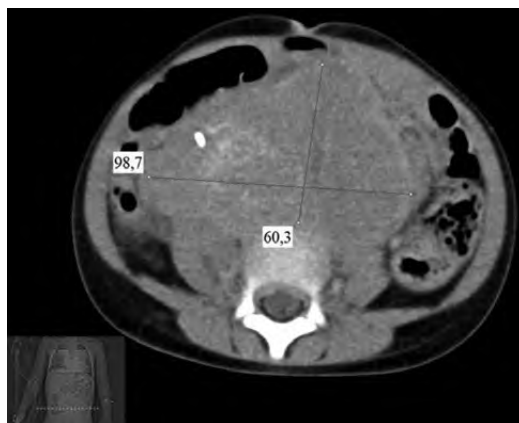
Компьютерная томограмма пациентки (поперечный срез). В забрюшинном пространстве срединно неправильной формы массивное объемное образование в конгломерате с пораженными ретрокуральными лимфатическими узлами, общим размером 99×60×135 мм, с достаточно четкими, но неровными бугристыми наружными контурами, неомогенной мягкотканной плотности, с вовлечением брюшной аорты, чревного ствола, верхней брыжеечной артерии. Образование распространяется от диафрагмы и ниже в полость малого таза, дислоцируя дно мочевого пузыря
